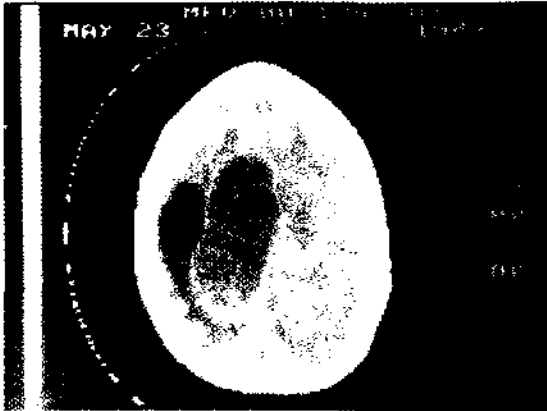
TAC correspondiente al mismo paciente de la Figura 5. Nótese la irregularidad del perfil ventricular a ambos lados. Este examen sin embargo no permite determinar la mayor o menor actividad del cuadro séptico en las diversas zonas.
